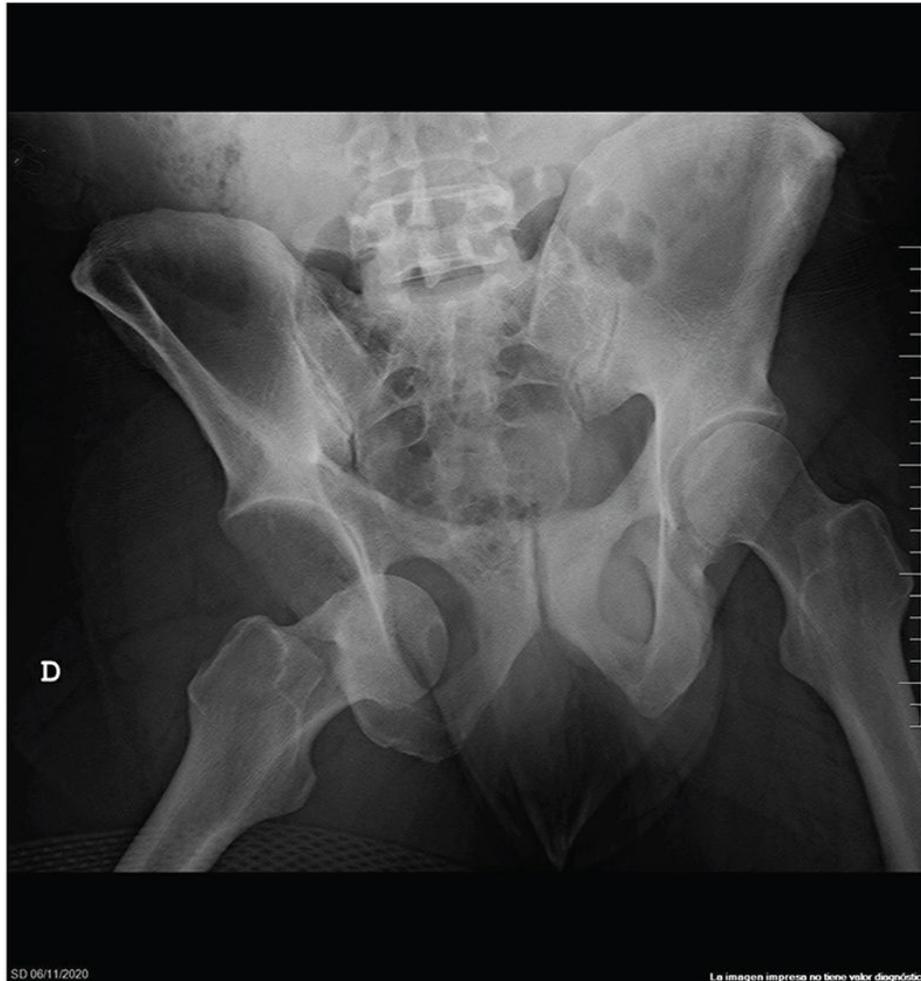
Radiografía AP de pelvis: luxación anterior de cadera.
